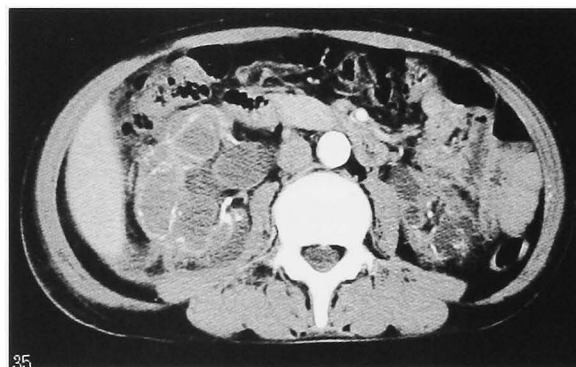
Abdominal CT showed right hydro-nephrosis in August 2004.
